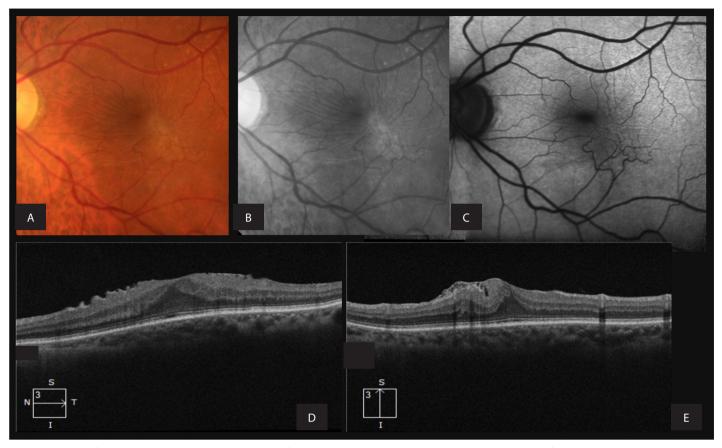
Retinografías. A y B. *Pucker* macular con epicentro yuxtafoveal, pliegues de disposición radial y distorsión vascular. Autofluorescencia. C. Mejor visualización de los pliegues y del árbol vascular alterado. Tomografía de coherencia óptica. D y E. Rugosidades superficiales irregulares y acortamiento estructural del tejido retiniano inducido por la tracción tangencial.
